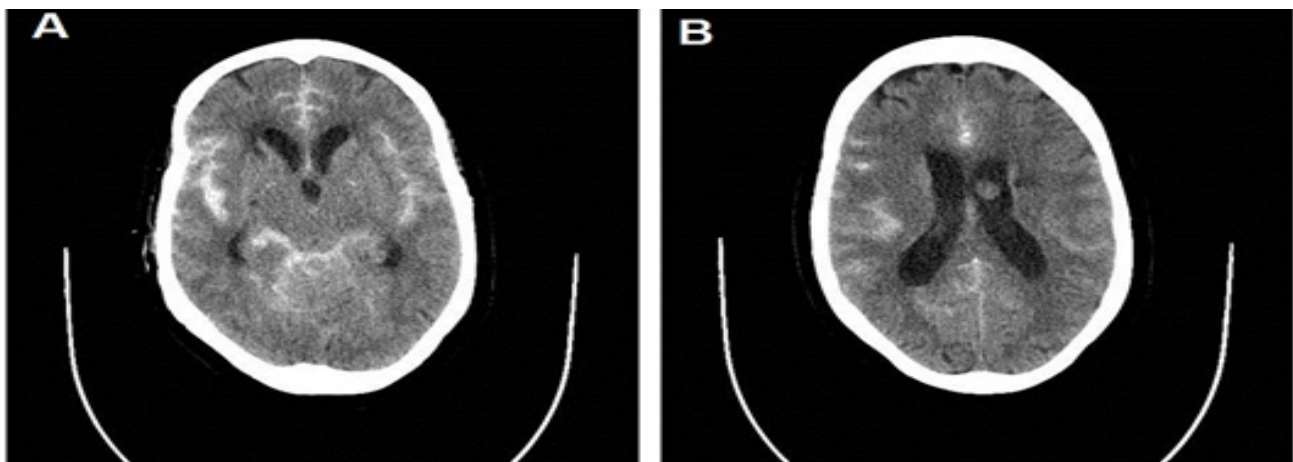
TAC inicial simple de cráneo. Obsérvense A) las dimensiones del III ventrículo y B) el patrón de sangrado difuso en espacio subaracnoideo, con sangre en ambos valles silvianos, cisura interhemisférica y cisternas craneales. Los espacios subaracnoideo y subdural no están expandidos.
